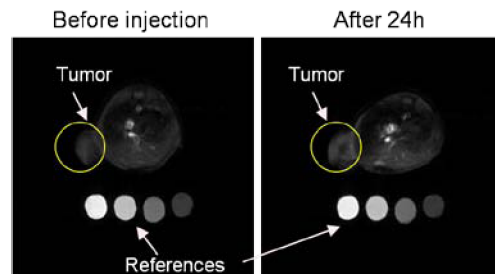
PEG-P(Lys-DOTA-Gd) とデキストラン硫酸からなる PIC ミセル MRI 造影剤の腫瘍集積性の MRI 評価 投与量は PIC ミセル 0.05mmolGd/kg CDF<sub>1</sub>(female) (colon26, Volume = ~100mm<sup>3</sup>), Parameters: Gradient echo TR/TE=8.0/4.5, matrix=192x192, FOV=4.5x4.5 cm.
